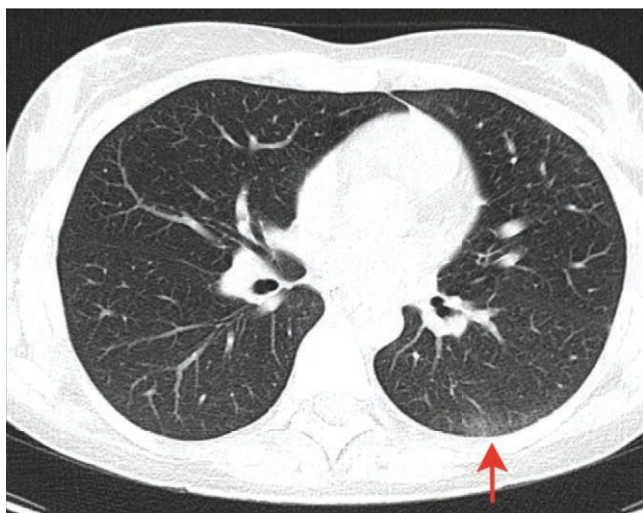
МСКТ легких пациентки Г., 2010 г. (до ауто-ТСК). В нижней доле левого легкого выявляются субплеврально расположенные зоны интерстициальных изменений по типу «матового стекла» (стрелка)
